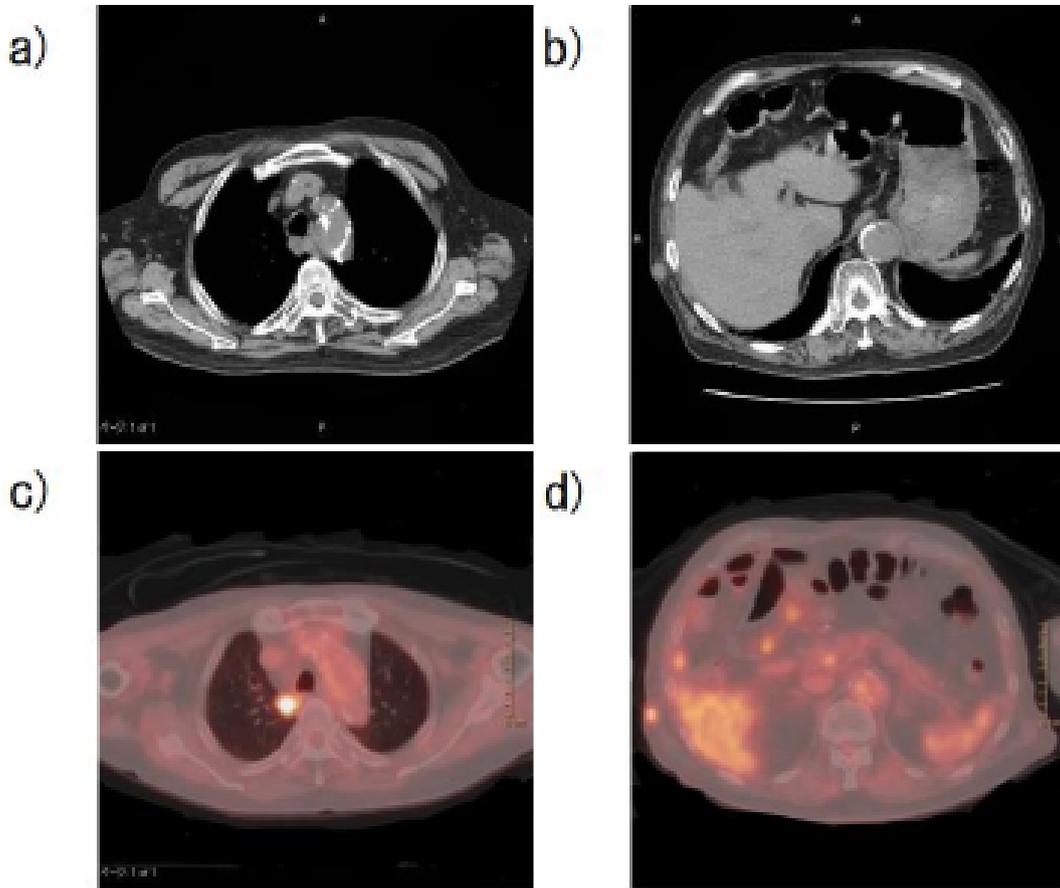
Chest computed tomography (CT) at relapse (October X): (a) an enlarged mediastinal lymph node (#3p), which had not been seen on previous chest CT after four courses of chemotherapy in August X-10. (b) Subcutaneous nodule on the right chest wall. (c) The accumulation of FDG in a mediastinal lymph node. (d) An abnormal FDG accumulation was also observed in the subcutaneous nodal area of the right chest wall.
